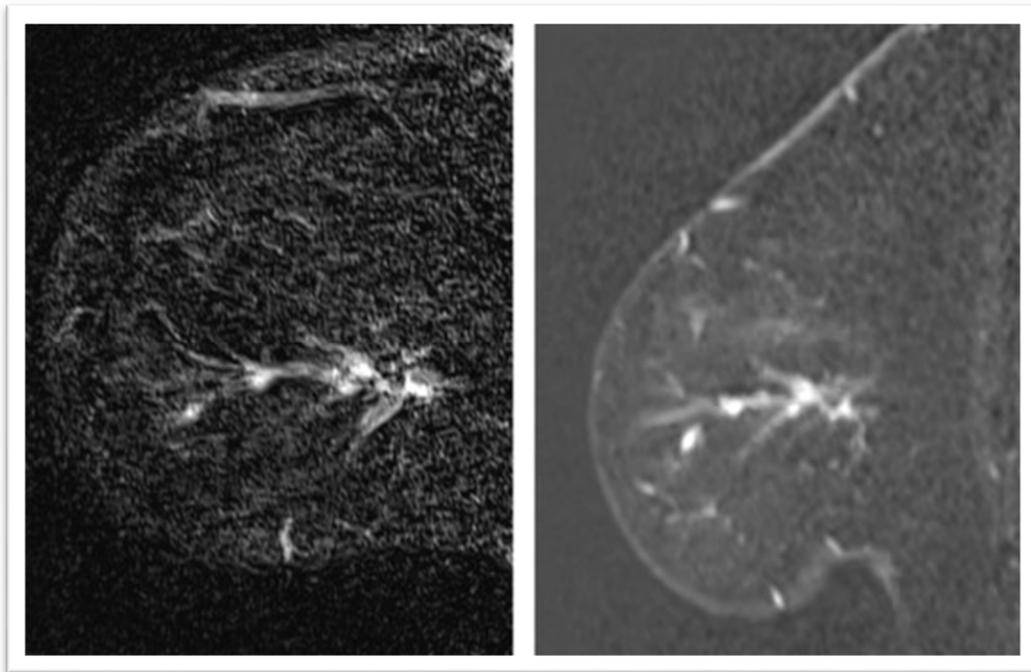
IRM du sein avec un CLI (Dratwa *et al.*, 2017).
